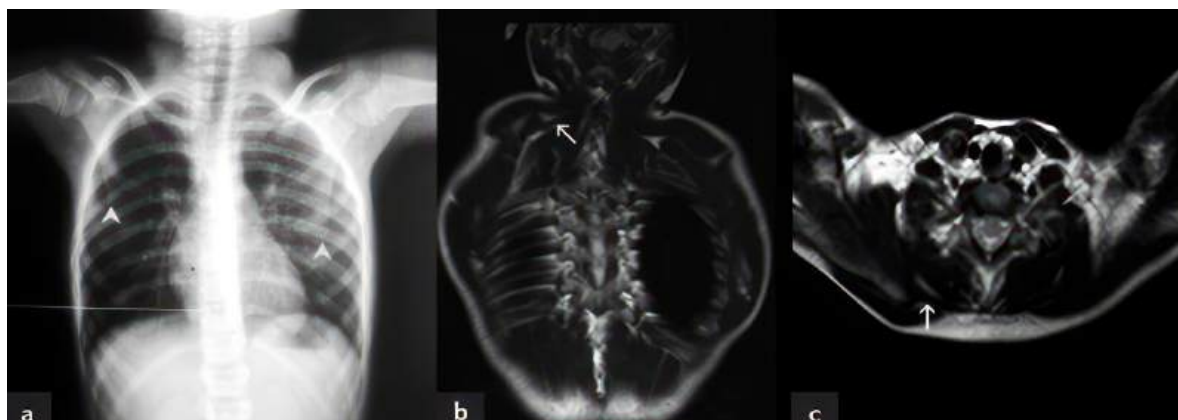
(а) Обзорная рентгенограмма показывает увеличение горизонтальной/вертикальной длины правой лопатки. Омовертебральное костное соединение отсутствует. (б) корональная и (в) осевая магнитно-резонансные (МР) изображения правой лопатки.
